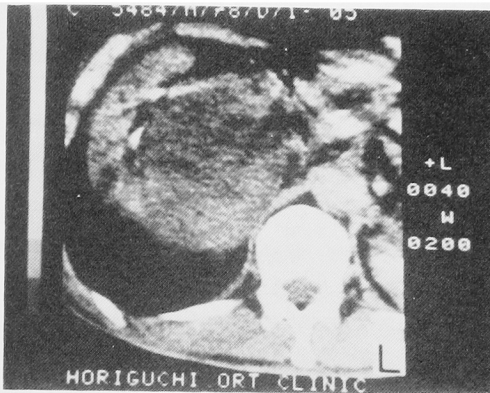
CT scan showing a large tumor and fatty masses
